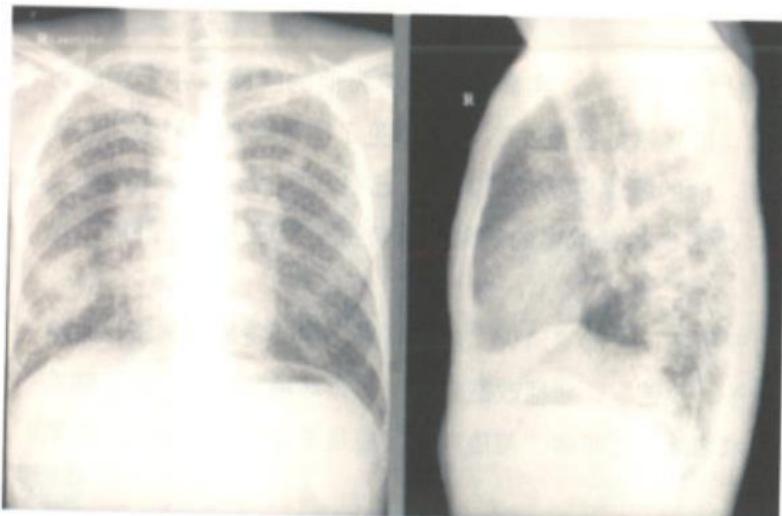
曾先生的X线胸片：两肺布满斑块状不均质阴影，提示肺炎症和纤维化
